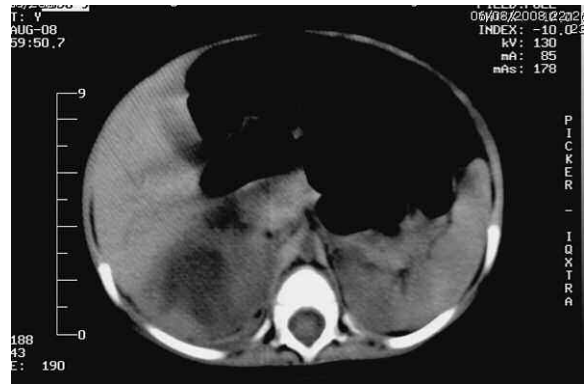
TC sin contraste EV. Formación heterogénea, con un área central hipodensa. Engrosamiento de la fascia renal.
